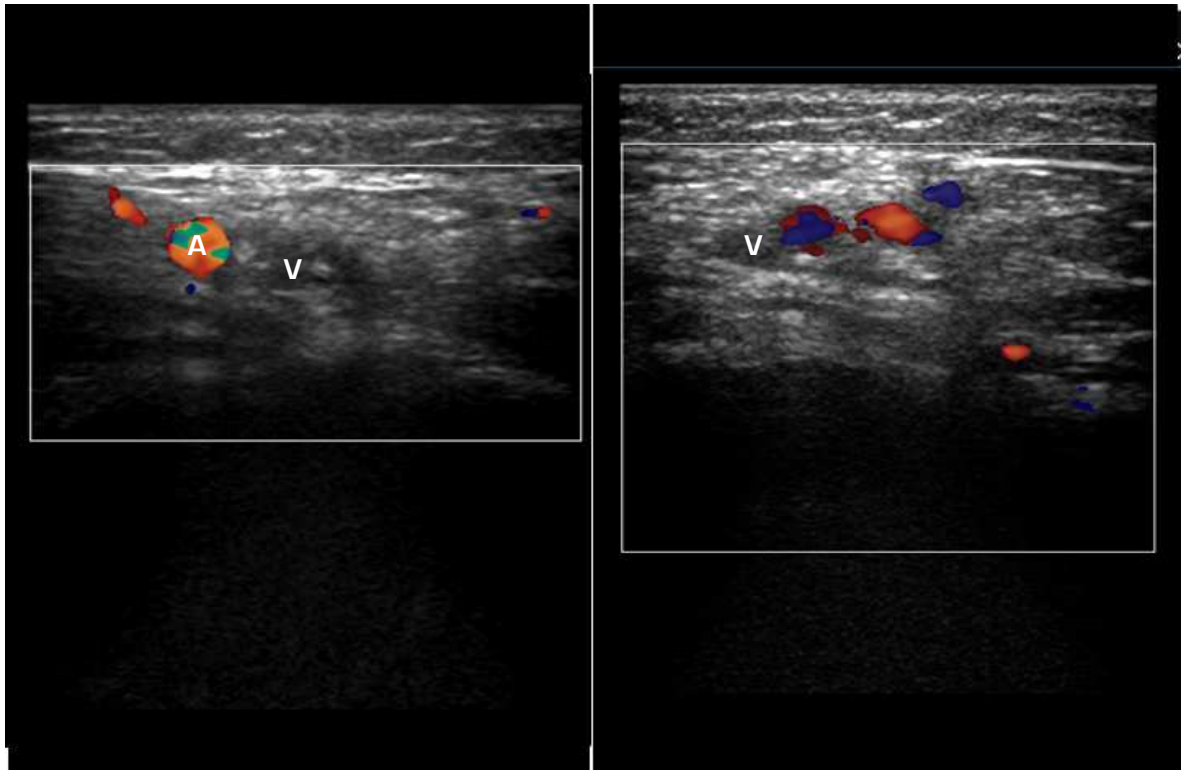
Paciente con catéter venoso central en femoral derecha. Presenta clínica de tumefacción y aumento de temperatura de MMII. En eco-Doppler se observa ausencia total de flujo en vena femoral [V]. Adyacente se identifica arteria femoral con flujo conservado [A].
